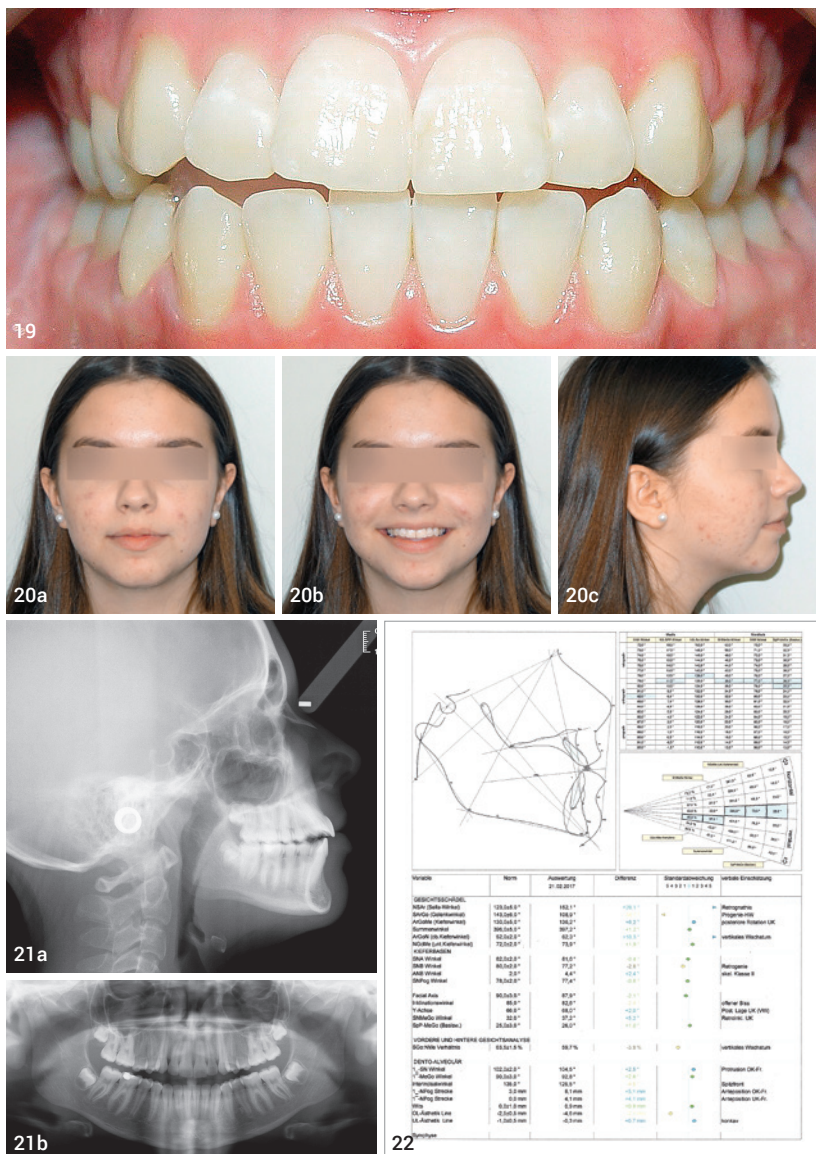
Frontalaufnahme der Okklusion. Abb. 20a–c: Frontal (a), Lachen (b) und Profil (c). Abb. 21a und b: Kephalemtrische Analyse und Vermessung. Abb. 22: Orthopantomogramm.
